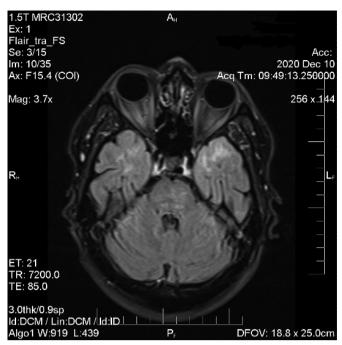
Магнитно-резонансная томография головного мозга (10.12.2020 г.):
